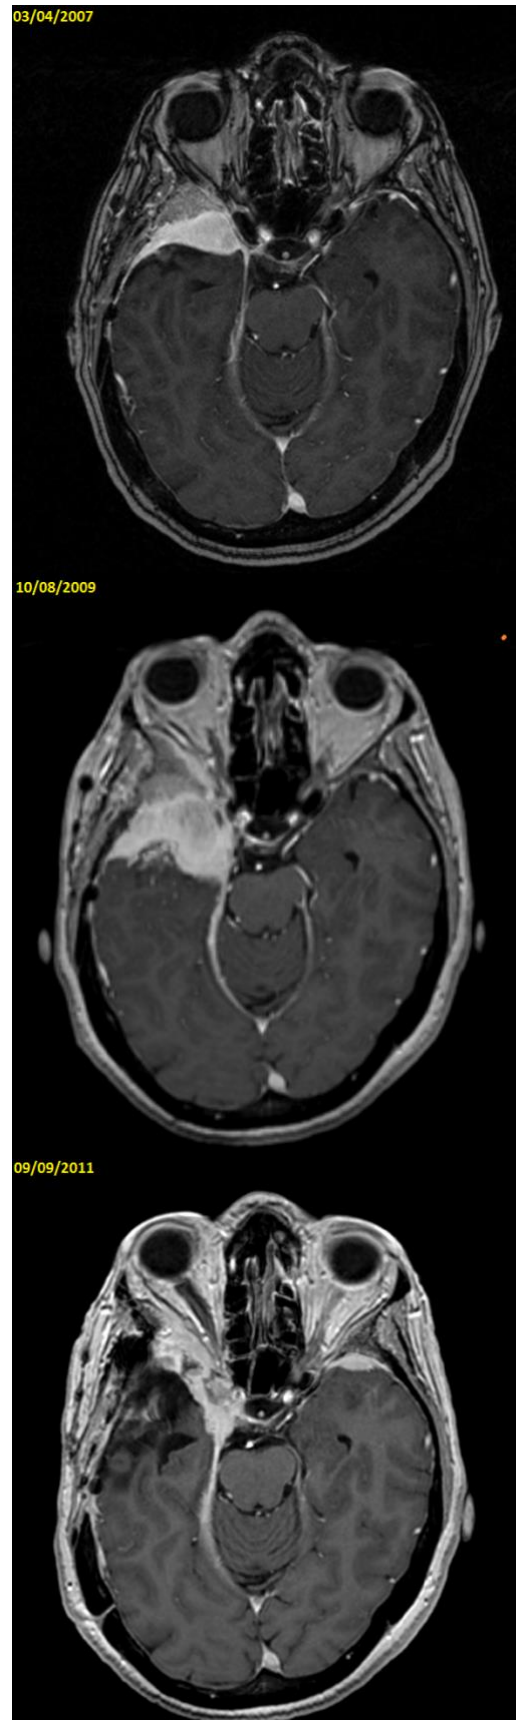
IRM encéphalique: suivi de l'évolution des MSO bilatéraux.
